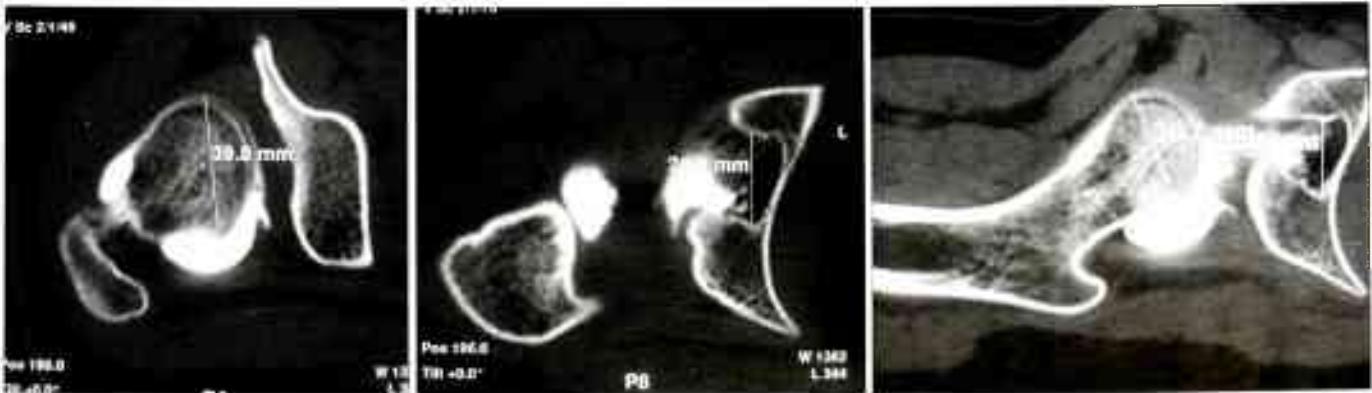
Больная X. 13 лет. Врожденный вывих левого бедра. КТ с контрастированием сустава: несоответствие размеров головки бедра и вертлужной впадины в горизонтальной плоскости.
